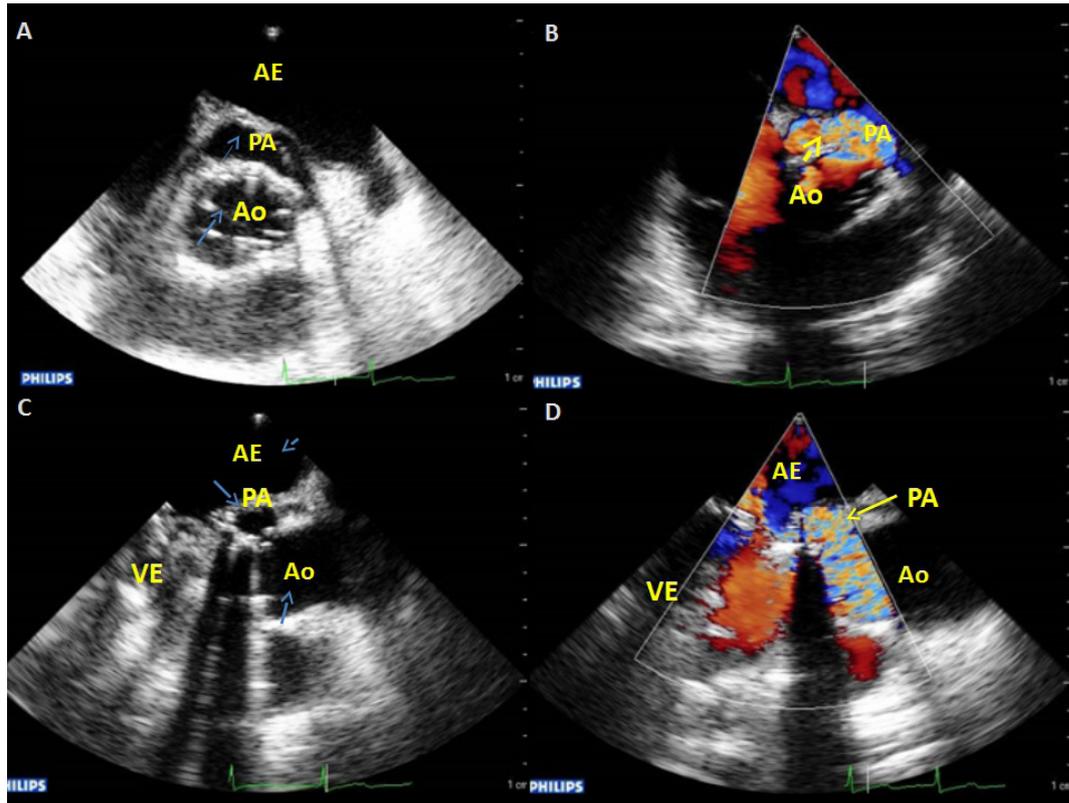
Ecocardiograma imagens A, B, C e D. A e B: transverso da aorta, com corte longitudinal do pseudoaneurisma (PA). C e D: Ecocardiograma transesofágico a 130 graus mostrando orifício de comunicação do PA com a aorta ascendente. PA: pseudoaneurisma; Ao: válvula aórtica; AE: átrio esquerdo.
